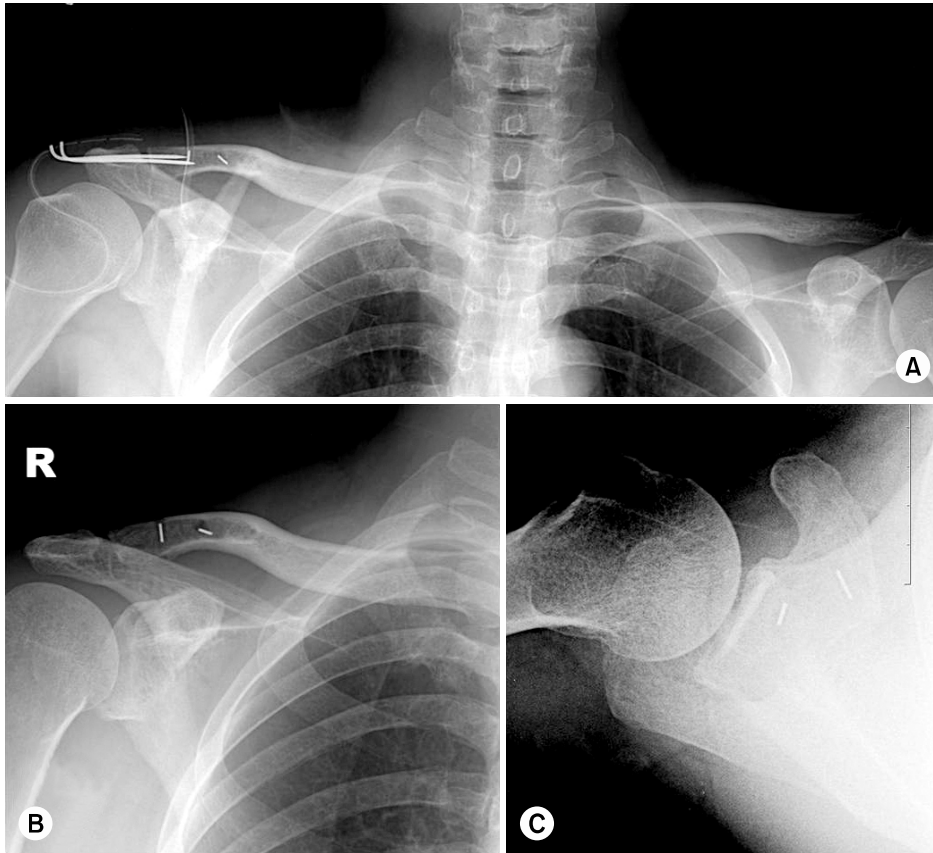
(A) Immediate post-operative AP radiograph shows anatomical reduction of acromioclavicular joint, wires within distal clavicle used fixation of artificial ligament and temporary fixation of acromioclavicular joint with two K-wire.
